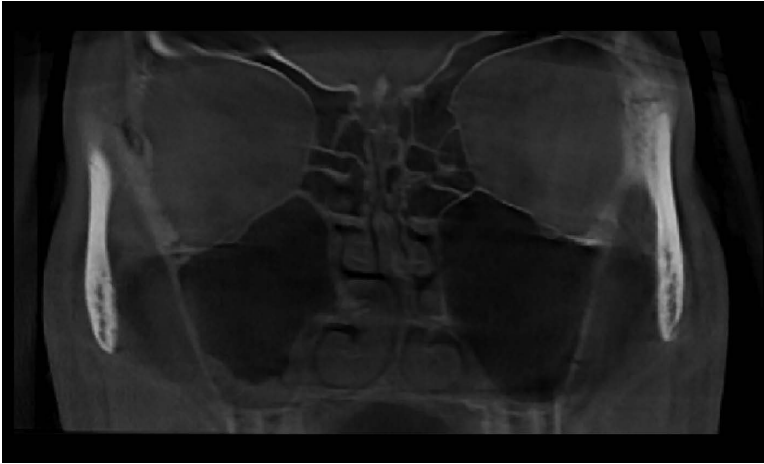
КТ ОНП в коронарной и аксиальной проекциях. Утолщение слизистой нижней и медиальной стенок правой гайморовой пазухи, утолщение слизистой оболочки средних ячеек решетчатого лабиринта справа
